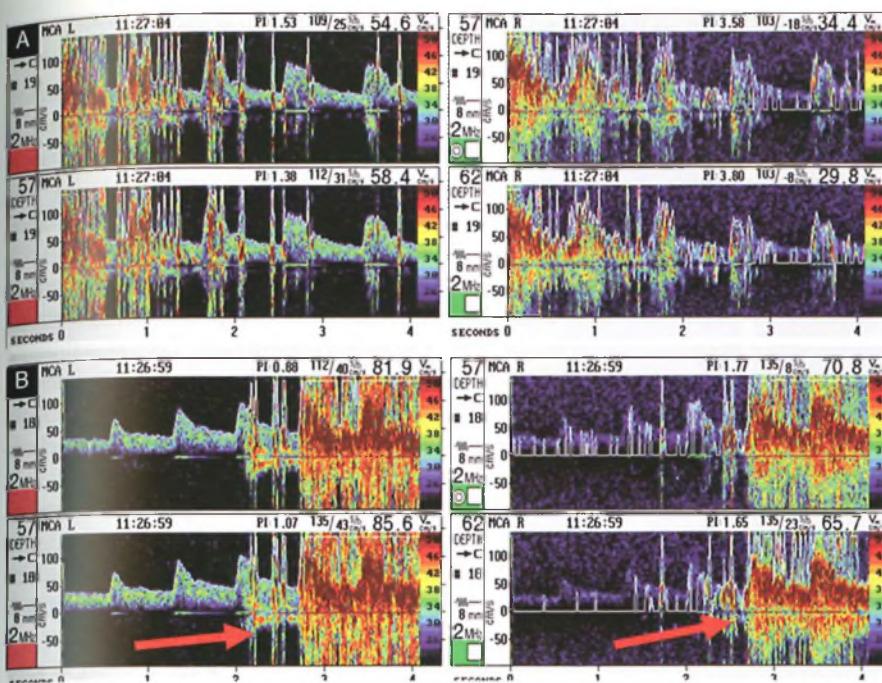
Doppler transcranico con monitoraggio bilaterale delle arterie cerebrali medie a doppio volume campione a profondità diverse: gli *spikes* indicano il passaggio delle microbolle di aria (MES) e quindi lo shunt atrio destro → atrio sinistro (A); la molteplicità degli *spikes* è definita *effetto tendina* (B) (frecce).
